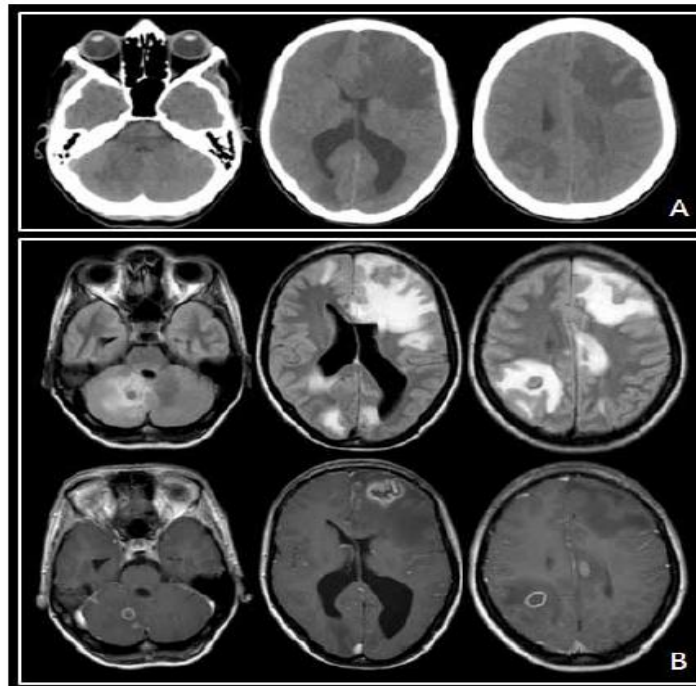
Lesões de toxoplasmose cerebral. Múltiplas lesões, com edema marcado, localizadas na interface córtico-subcortical e com realce em anel. A-TC, B-FLAIR e T1 após contraste paramagnético.(23)
